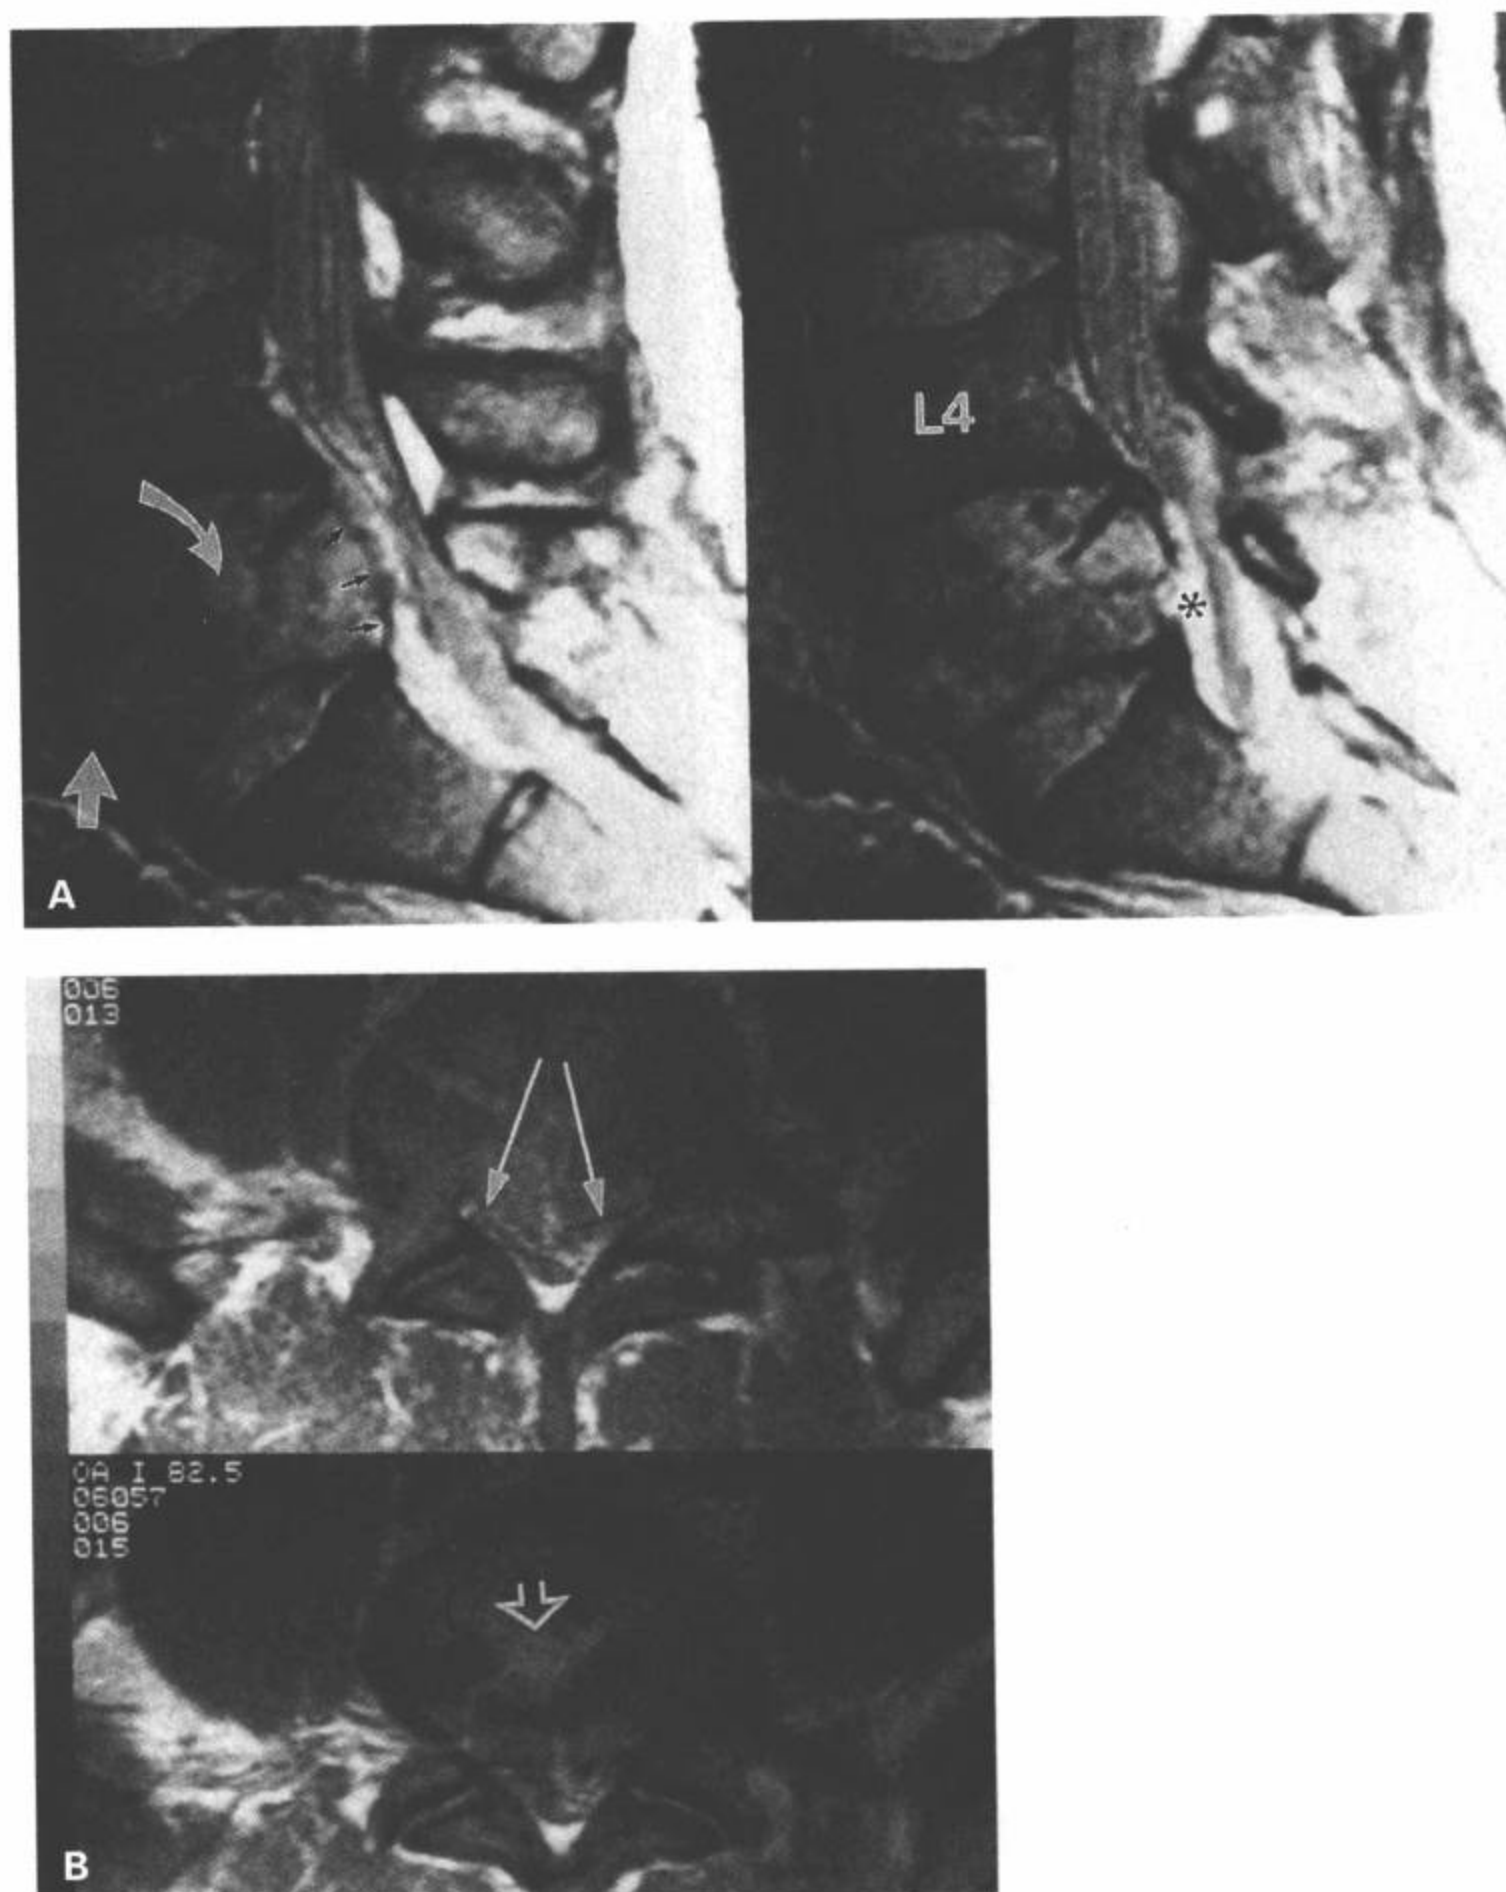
L5 骨折导致马尾受压。A: 矢状面 FSE 中间加权图像。L5 椎体前后高度均减低。L4/L5 椎间盘物质已经突入 L5 椎体中心，L5 上终板断裂（弯箭）。一块骨折碎片旋转进入椎前间隙（白箭）。后部皮质后移进入前部硬膜外间隙（黑箭）。偶然发现一个小硬膜下血肿（星号）。B: L5 层面的横断面 FSE 中间加权图像显示，后退的骨碎片压迫硬膜囊。椎间盘物质经终板疝出（开口箭）。(From: Flanders AE, Croul SE. Spinal trauma. In: Atlas SW. Magnetic Resonance Imaging of Brain and Spine. 3<sup>rd</sup> ed. Philadelphia: Lippincott Williams & Wilkins; 2002: 1776 - 1777, with permission.)
